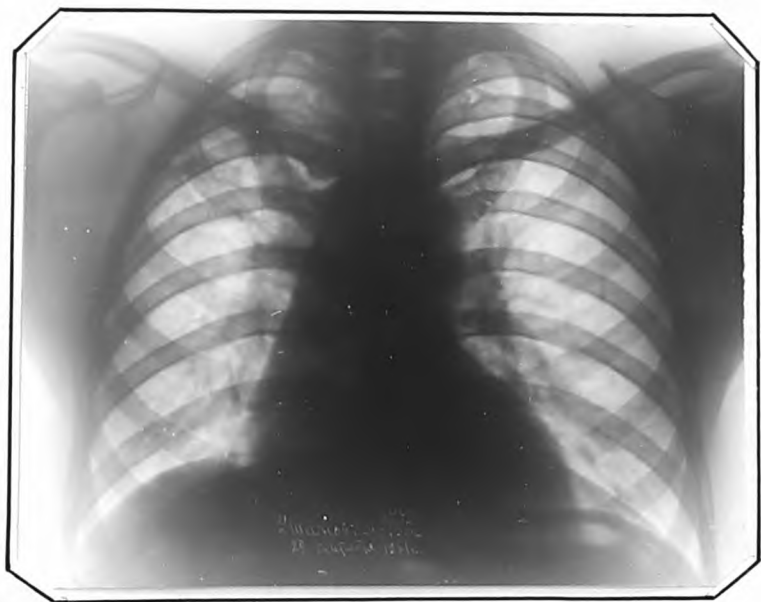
Рентгенограмма больного У., от 28.1X.1961 г. (через 13 лет). Справа, в верхнем легочном поле, изменения рубцового характера. Сердечно-сосудистый пучок смещен вправо.
